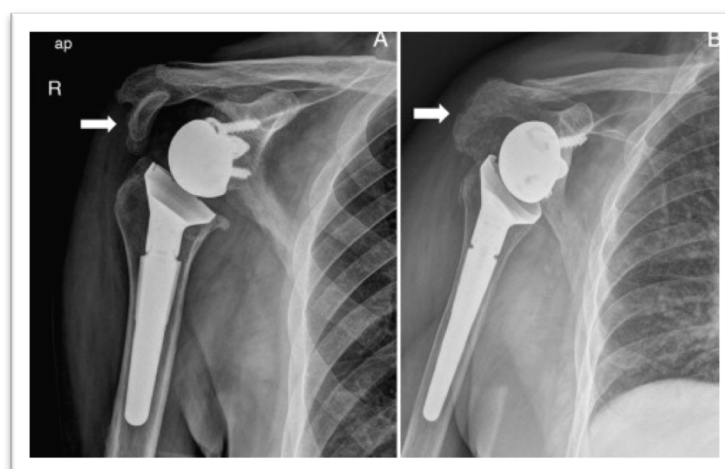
Radiografía anteroposterior de hombro donde puede apreciarse fracturas de Acromion señaladas con flechas en blanco. (Tomada de Lópiz et al)(60)
